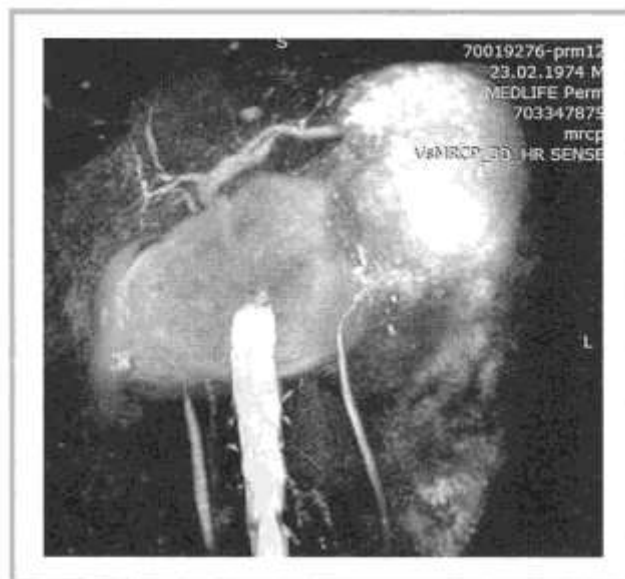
МРТ-холангиограмма: умеренное расширение левого долевого печеночного протока до 8 мм, гепатикохолодоха — до 12 мм.
